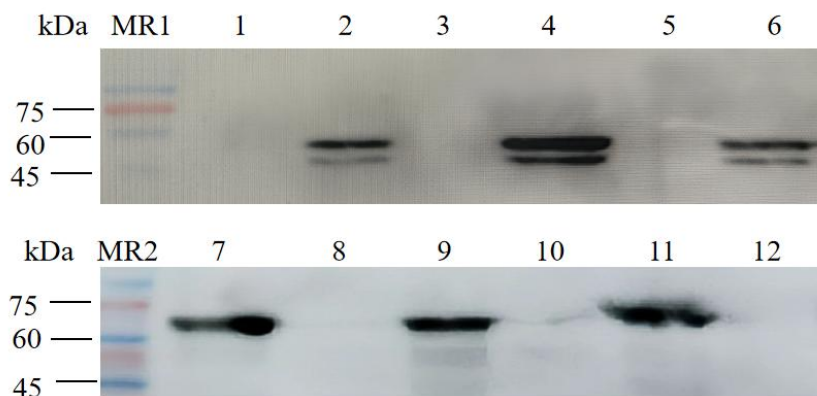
高表达菌株的筛选 MR1、MR2: 蛋白分子量标准; Line 1、2: 为未诱导与诱导的 PET-28a (+) -Ot47 6 号菌株。Line 3、4: 未诱导与诱导的 PET-28a (+) -Ot47 7 号菌株。Line 5、6: 未诱导与诱导的 PET-28a (+) -Ot47 8 号菌株。Line 7、8: 诱导与未诱导的 PET-28a (+) -Ot56 1 号菌。Line 9、10: 诱导与未诱导的 PET-28a (+) -Ot56 2 号菌。Line 11、12: 诱导与未诱导的 PET-28a (+) -Ot56 3 号菌。
